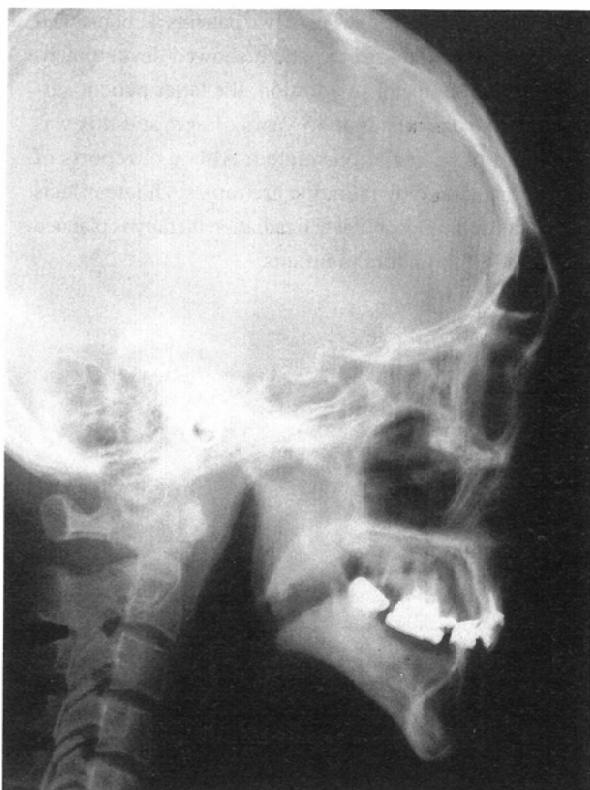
Roentgenographic cephalogram (lateral view) of case 1
